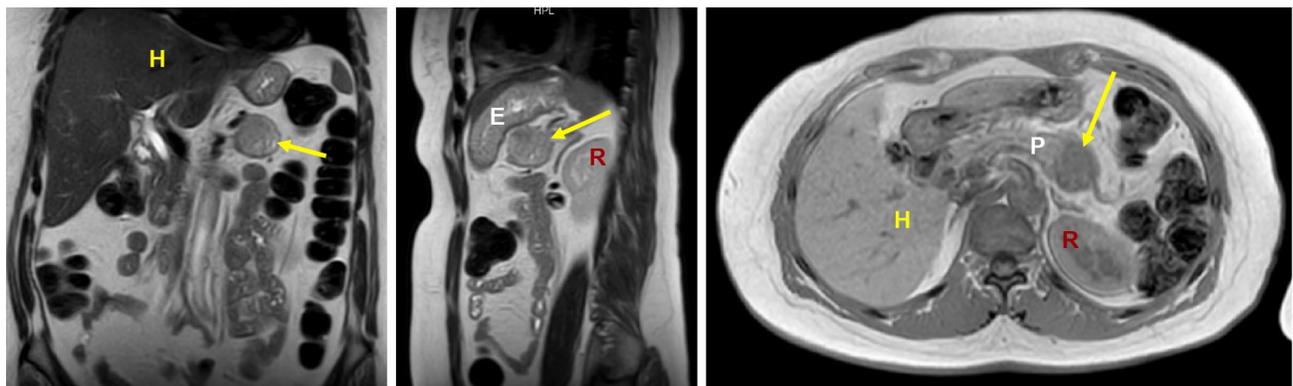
Imágenes de la lesión pancreática obtenidas mediante resonancia magnética nuclear. Apuntado con flechas, se aprecia el tumor pancreático. H: hígado; E: estómago; P: páncreas; R: riñón izquierdo.
